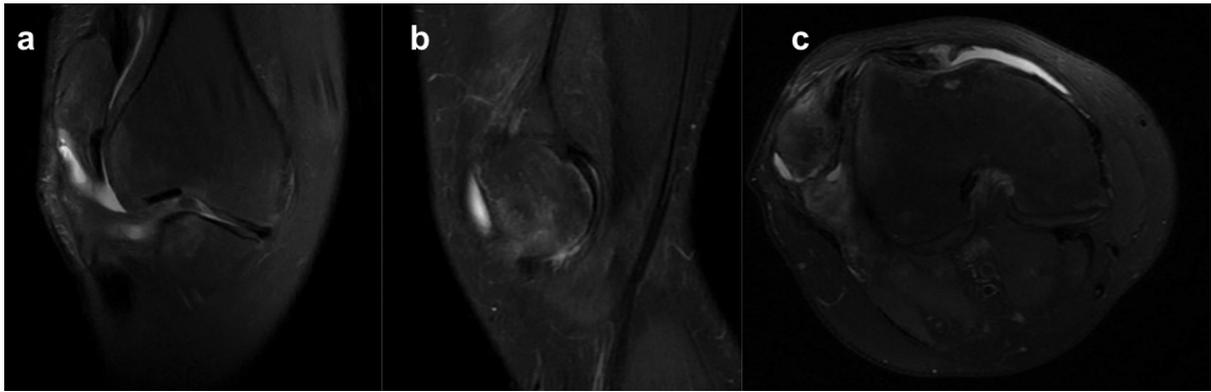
y 4c Resonancia Magnética (a) Corte coronal, (b) Corte sagital, (c) Corte axial.
